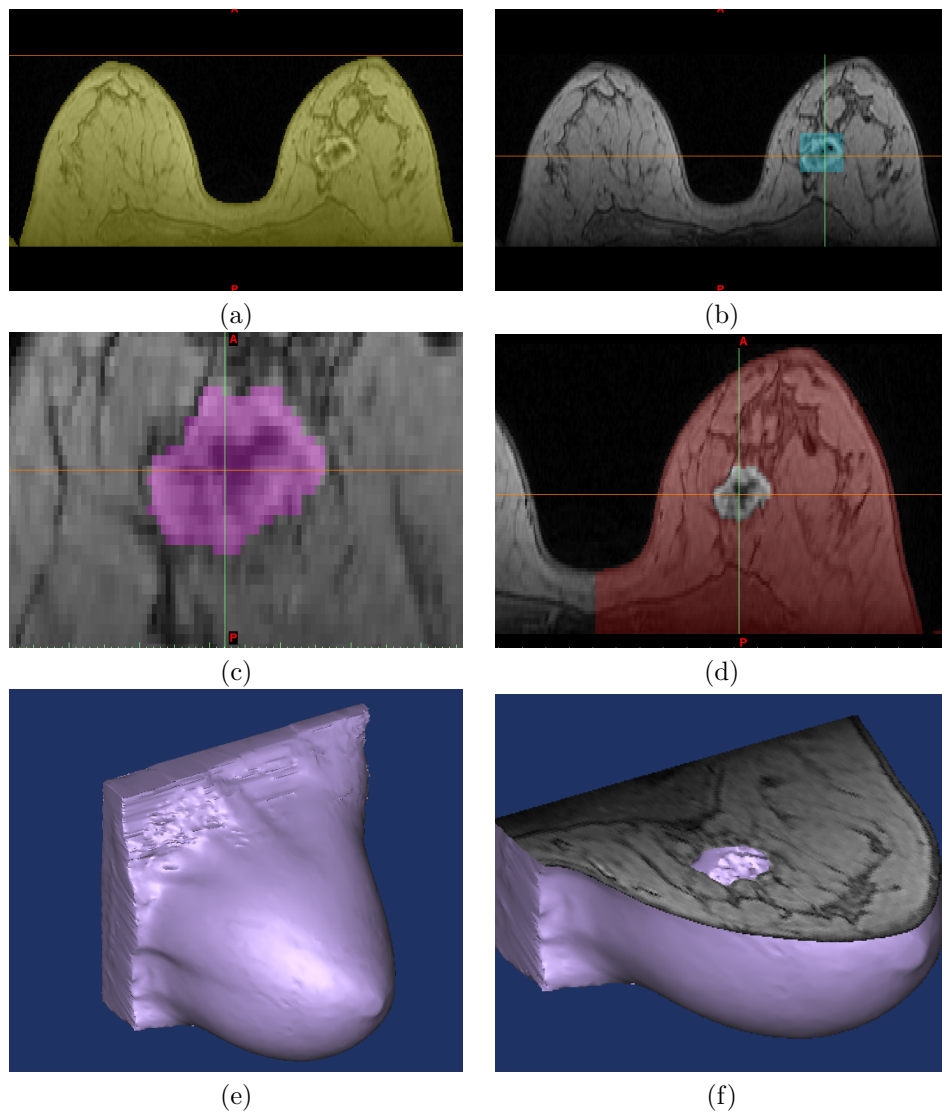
Segmentación y generación de la geometría base de la mama a partir de tomografías RM. (a) Tejidos mamarios sanos. Segmentación del tumor: (b) bruta y (c) refinada. (d) Tejidos sanos de la mama izquierda. (e) Modelo tridimensional de la mama, donde se aprecia en (f) el hueco ocupado por el tumor.
